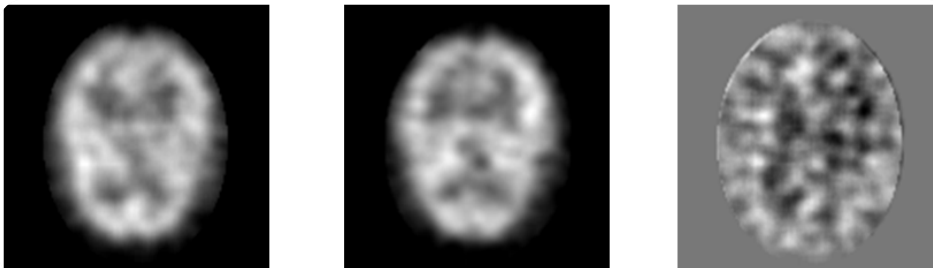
Cuadro de imágenes del proceso diferencial. De izquierda a derecha, SPECT basal, SPECT ictal e imagen resta.
